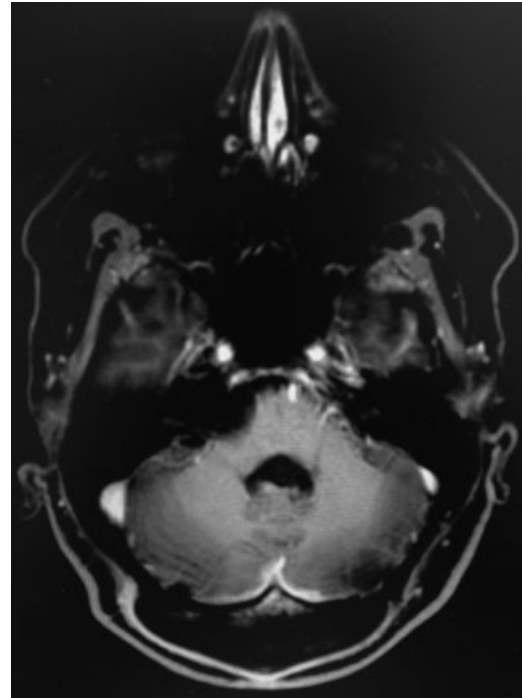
RM de encéfalo pós-operatória ponderada em T1 com contraste, no corte axial, evidenciando ressecção completa da lesão tumoral, com centralização do tronco encefálico e quarto ventrículo livre.
